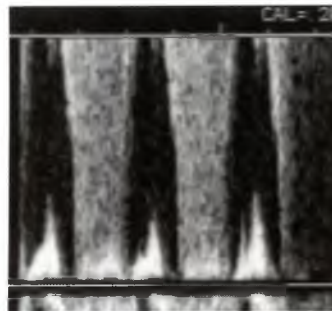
(А) При обследовании плода на сроке гестации 13 недель в четырехкамерной позиции выявлена дилатация правого предсердия (ПП), особенно заметная во время ЦДК кровотока. (Б) Однако наполнение обоих желудочков было одинаковым. (В) При импульсно-волновой доплерэхокардиографии была выявлена голосистолическая трикуспидальная регургитация. Скорость струи регургитации измерить точно не удалось, но она явно превышала 2 м/сек. В 13 недель при ЦДК кровотока (Г) казалось, что легочный ствол (ЛС) имеет нормальный диаметр, а при импульсно-волновой доплерэхокардиографии (Д) — отчетливый антеградный кровоток (стрелка). (Е) В 20 недель гестации миокард правого желудочка (ПЖ) выглядит утолщенным, сократимость его снижена, и полость правого желудочка меньше полости левого желудочка (ЛЖ). ▶
